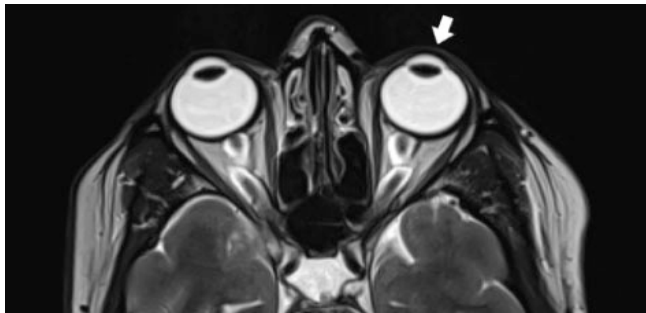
IRM en coupe axiale en séquence T2 SE rapide axiale: bombement des globes oculaires (flèche) avec un élargissement de la gaine des nerfs optiques mesurée à 1.7 mm
